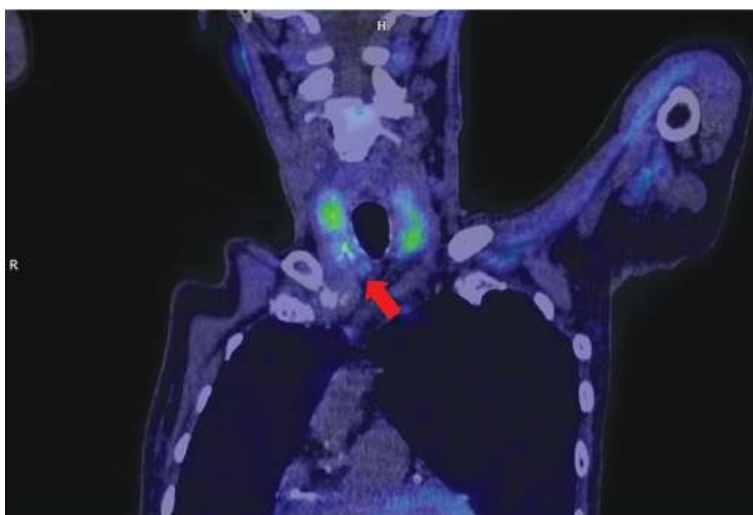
PET-CT con 18 F-Colina, plano coronal, abarcando cuello y parte del tórax. La flecha roja muestra la formación sólida paratraqueal derecha baja.
